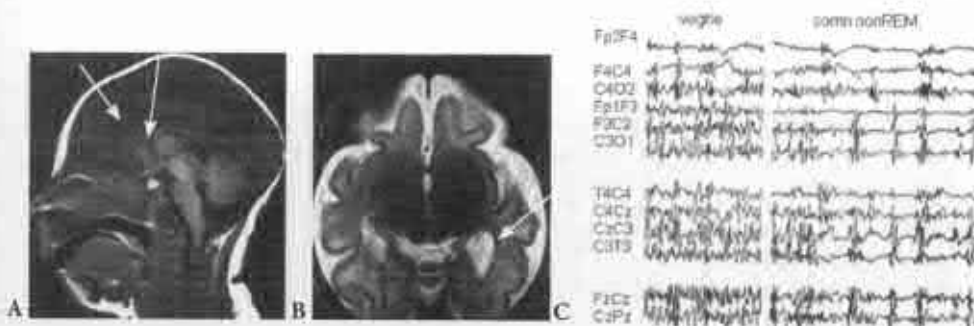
IRM cerebral (fetiță de 1 lună cu spasme epileptice). Sindrom Aicardi.
